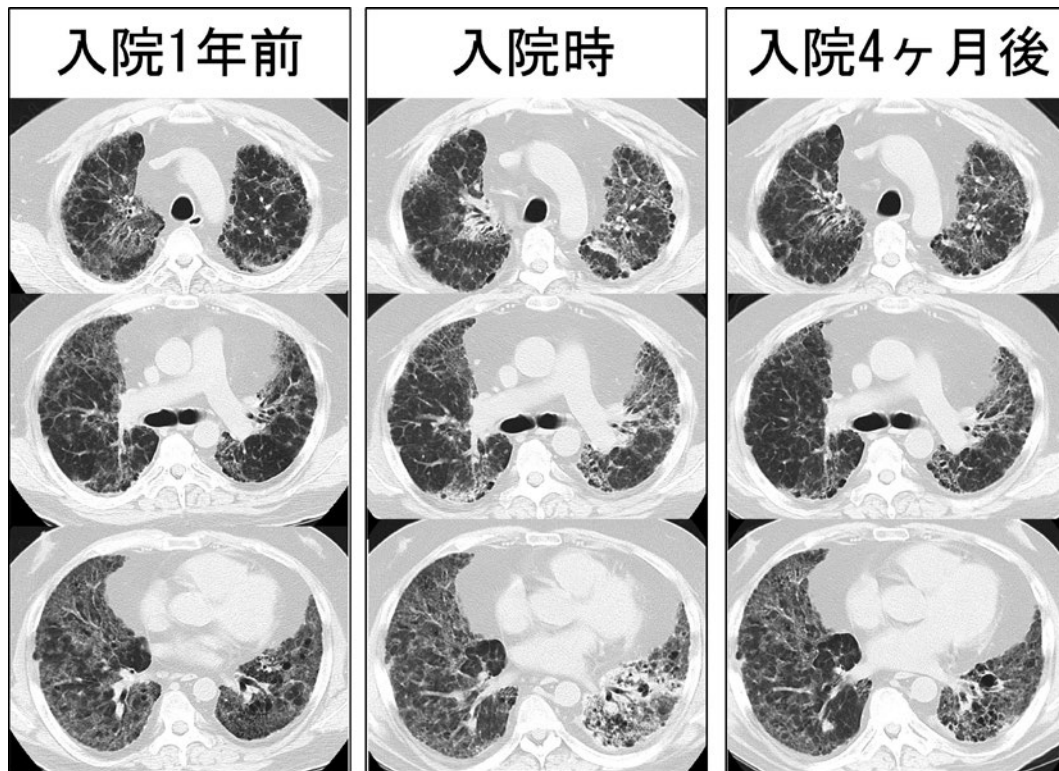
胸部単純 CT (肺野条件)。入院 1 年前：超硬合金肺による両側びまん性肺野濃度上昇および網状陰影を認める。入院時：右下葉背側や左下葉底部に新たな浸潤影の出現を認める。入院 4 ヶ月後：入院時に認めた浸潤影は改善している。
